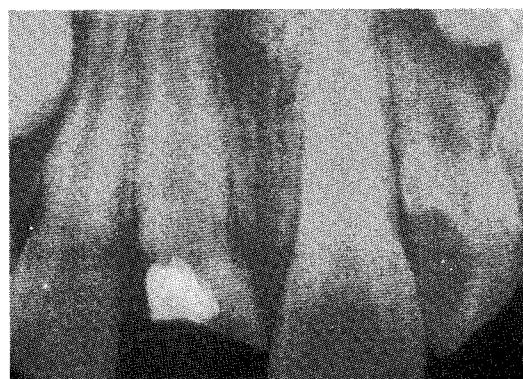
내원 첫날 방사선 소견이다. 개인 치과에서 formocresol pulpotomy가 시행된 상태이다.
